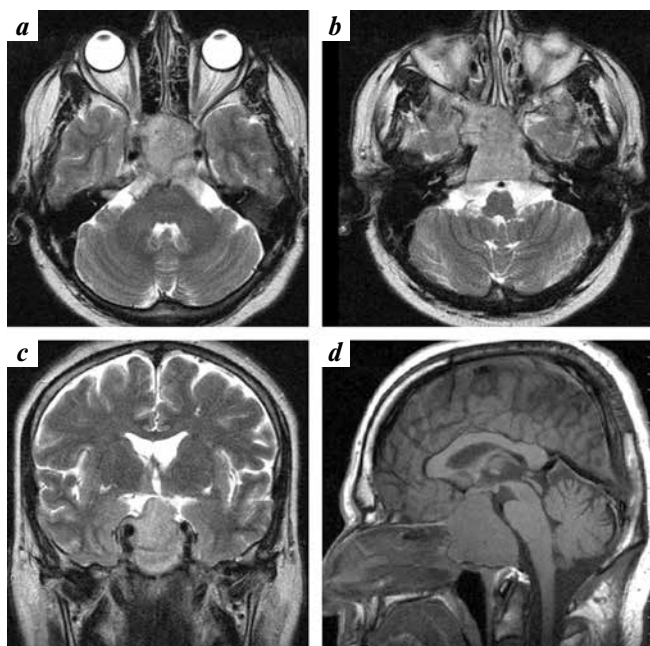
Magnetic resonance tomograms of the brain of patient M. prior to cabergoline therapy in axial (*a, b*), frontal (*c*) and sagittal (*d*) projections. An invasively growing pituitary tumor of large size is determined
